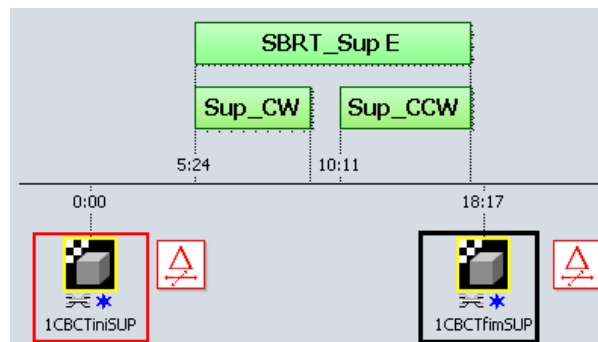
Em vermelho o momento do primeiro CBCT e em preto do CBCT final. Análise em *offline* na plataforma Aria.
